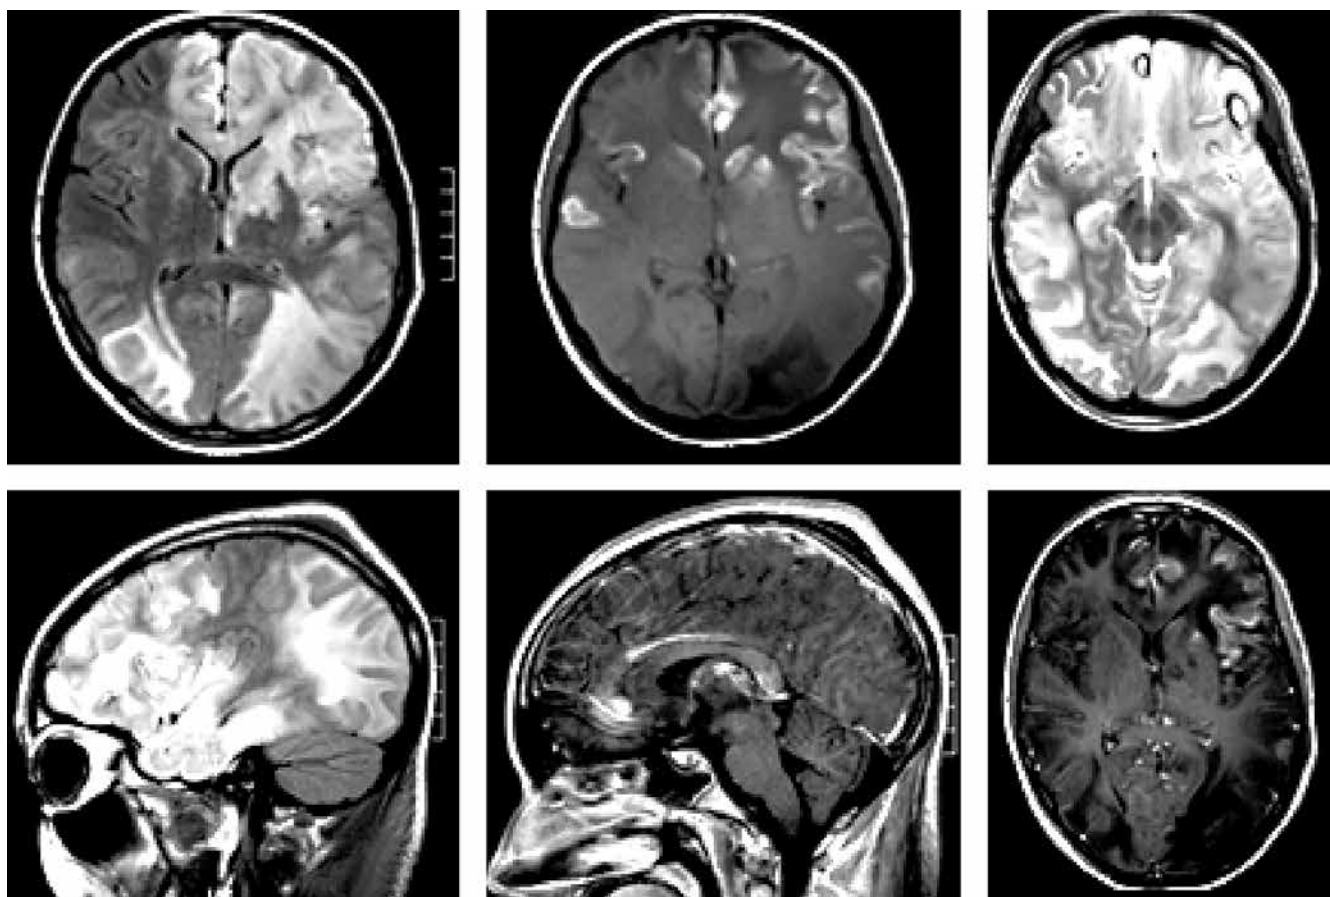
Пациентка I. с острым геморрагическим лейкоэнцефалитом Херста. Магнитно-резонансная томография головного мозга в разных режимах: картина панэнцефалита с очагами кровоизлияния в веществе головного мозга
